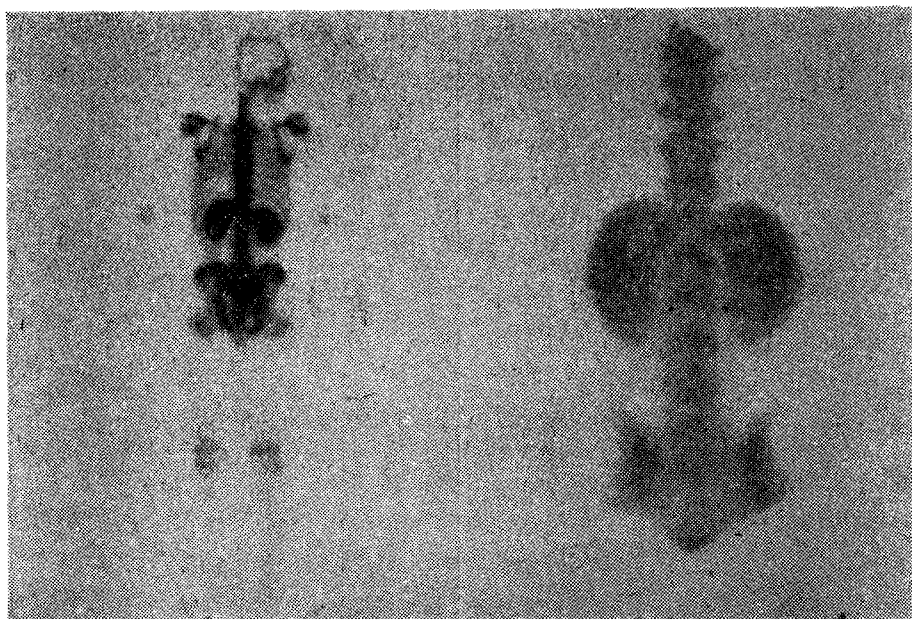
Bone scintigram showing hot kidneys(left; 21 year-old-man with nephrotic syndrome, right; 61 year-old-man with metastatic cancer to brain).
